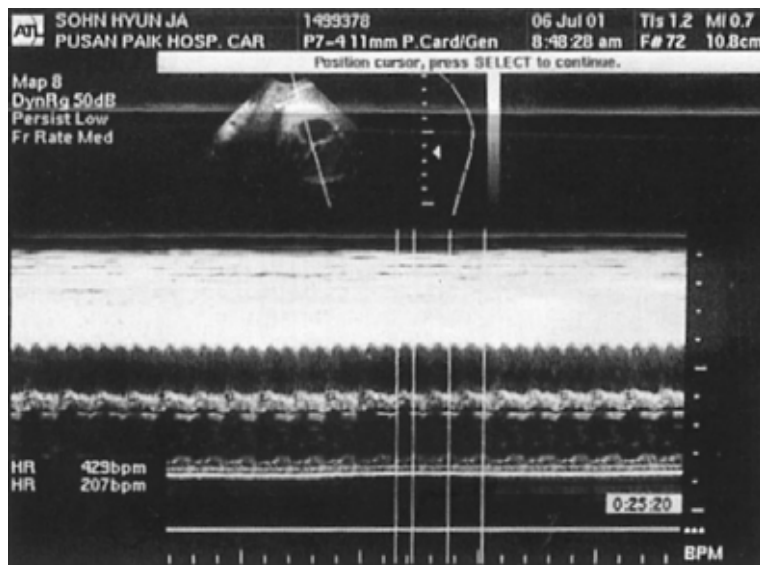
Fetal echocardiography. Atrial rate was 429 beats/min and ventricular rate was 207 beats/min at 38⁺⁶ weeks gestation.
